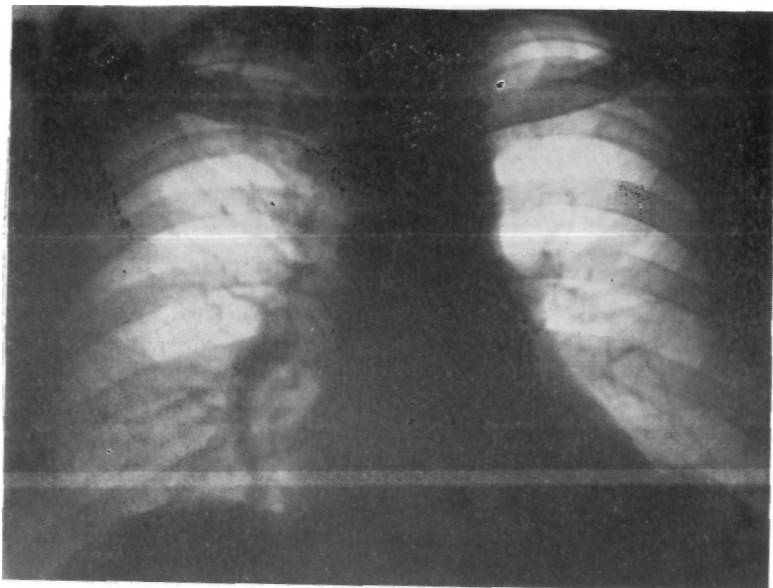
Больной К. Прямая рентгенограмма легких. Увеличение прозрачности левого легочного поля.
